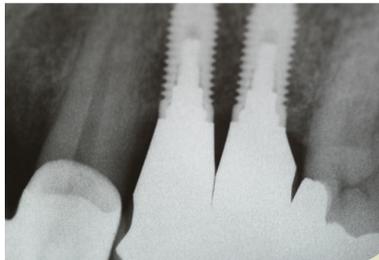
Die abschließende Röntgenkontrolle.
